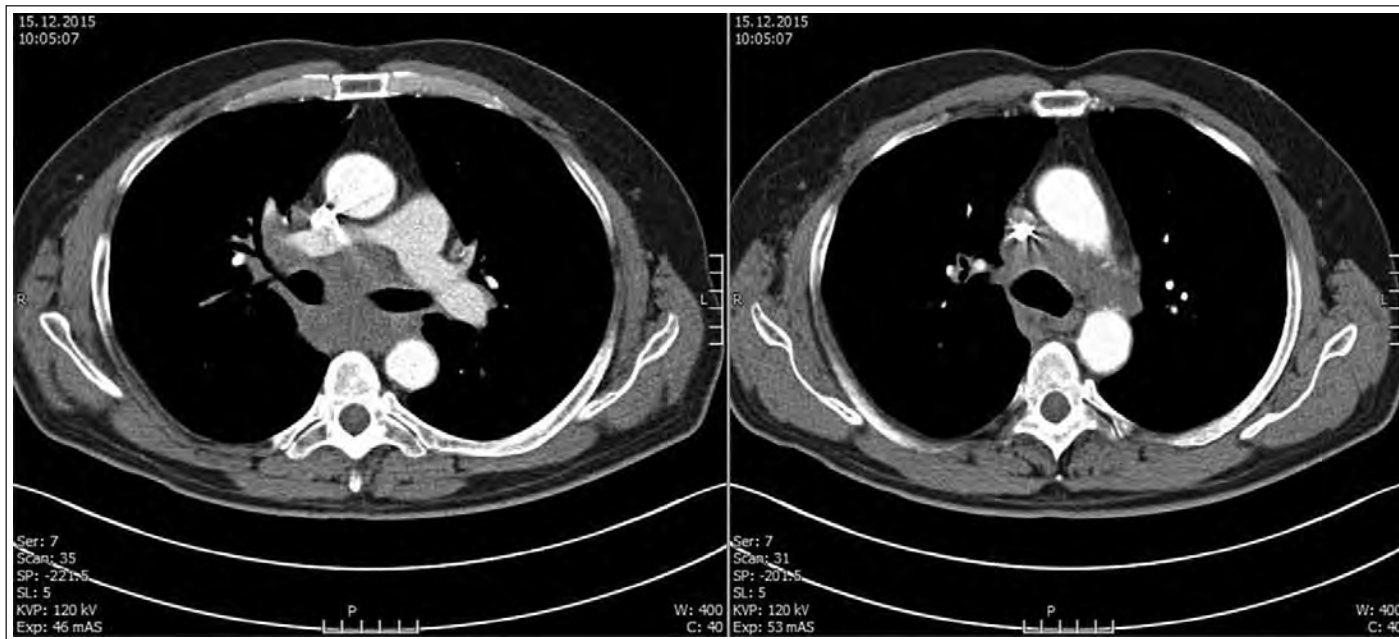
КТ-картина медиастинальной формы рака легкого (данные S. Patel, MSIV University of Massachusetts Medical School Beth Israel Deaconess Medical Center).
